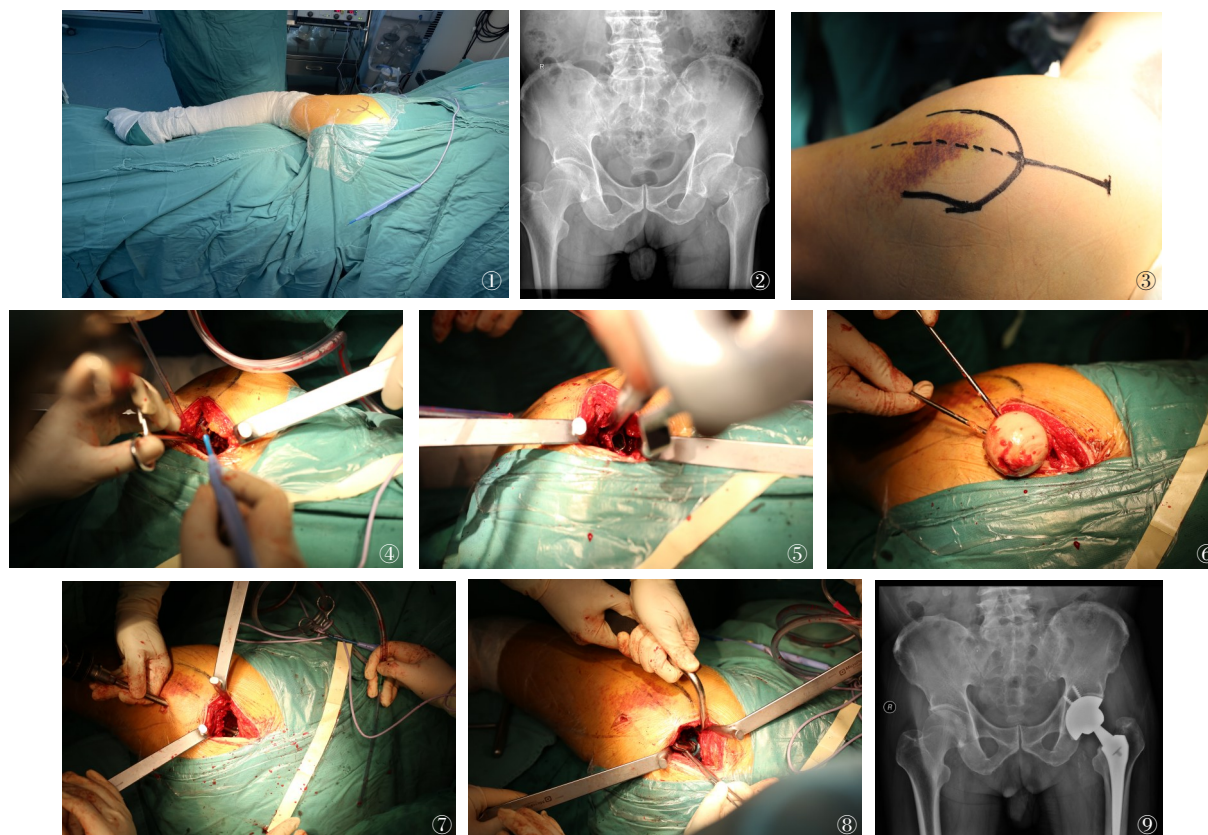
SuperPATH微创入路患者体位及手术切口位置 图2~9 SuperPATH手术技术,男性,68岁,跌倒致左股骨颈骨折。图2 术前X线;图3 标记大转子的顶点和股骨干的中轴;图4 从臀小肌和梨状肌之间的间隙显露髋后上关节囊;图5 从小到大插入SuperPATH专用髓腔锉;图6 将两枚Schanz钉插入股骨头,以便取出股骨头;图7 建立经皮工作套管研磨髋臼;图8 在取出组件后,将最终的头部和颈部插入并重新复位;图9 术后复查
